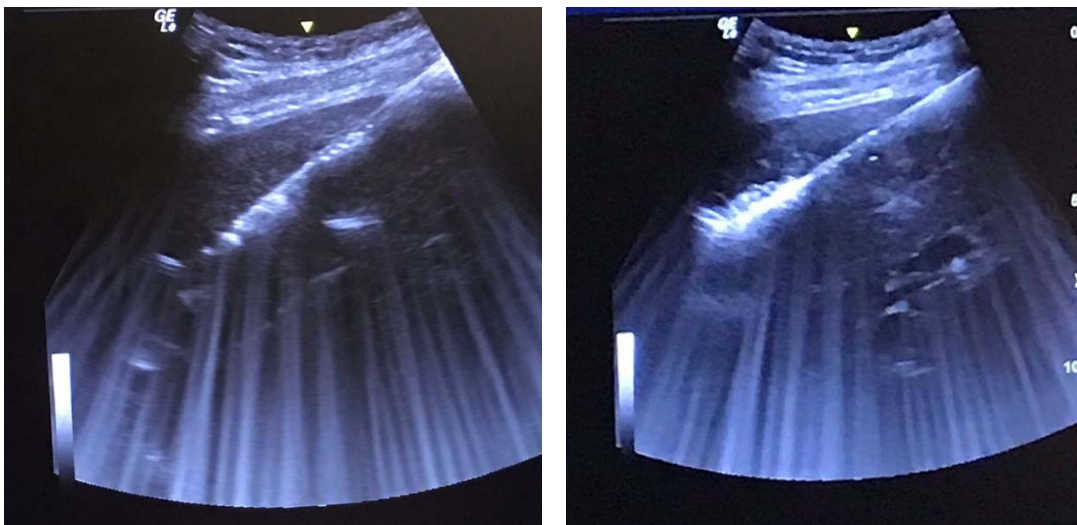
Contrôle échographique d'une RF d'un nodule hépatique sous capsulaire du segment VIII
